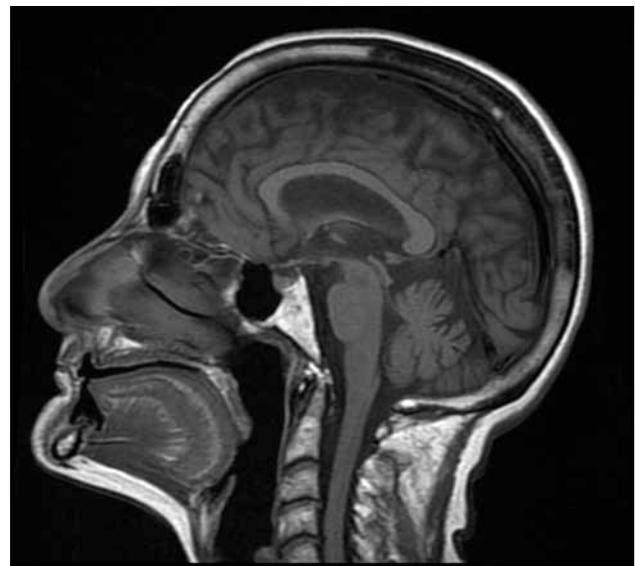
Ressonância magnética de crânio, corte sagital T1: atrofia cerebelar moderada.
